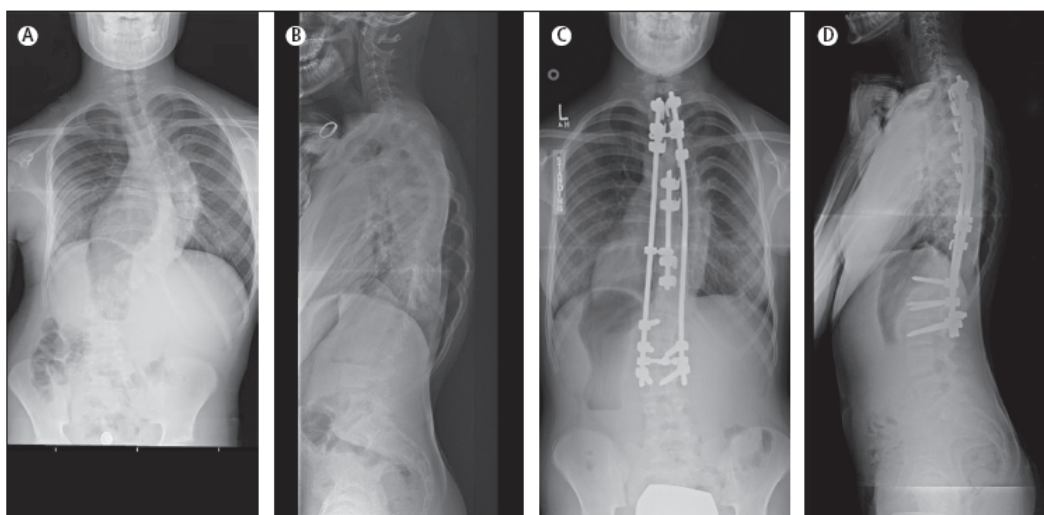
Figura 4bis. Radiografie di un adolescente con SIA progressiva, trattato con intervento posteriore. A. Radiografia posteriore-anteriore preoperatoria; B. Radiografia laterale preoperatoria; C. Radiografia posteriore-anteriore
